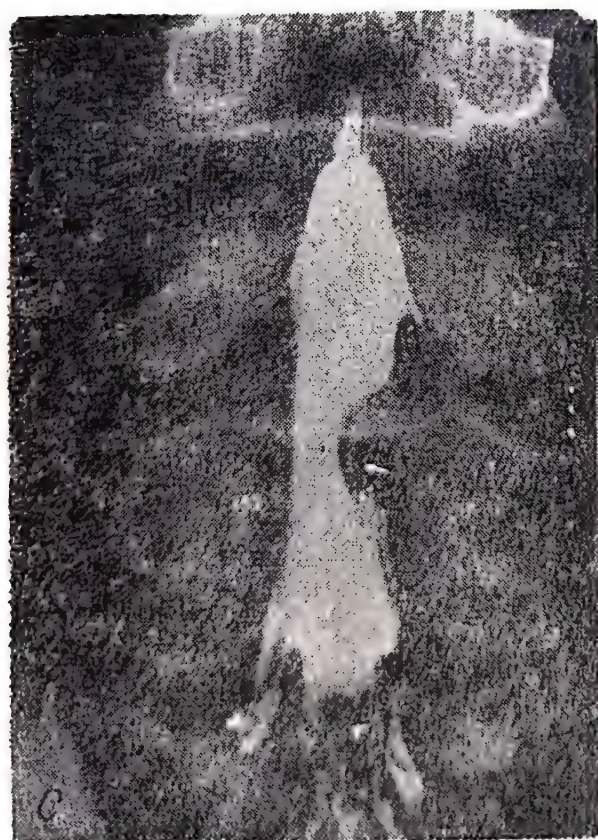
82 — Radiografia coloanei lombare : se vede Lipiodol-ul oprit total în caz de hernie de disc (A, B); Lipiodol-ul se strangulează (aspect de „ceas de nisip”) în caz de hernie mare mediană (C); amputație radiculară (D).
